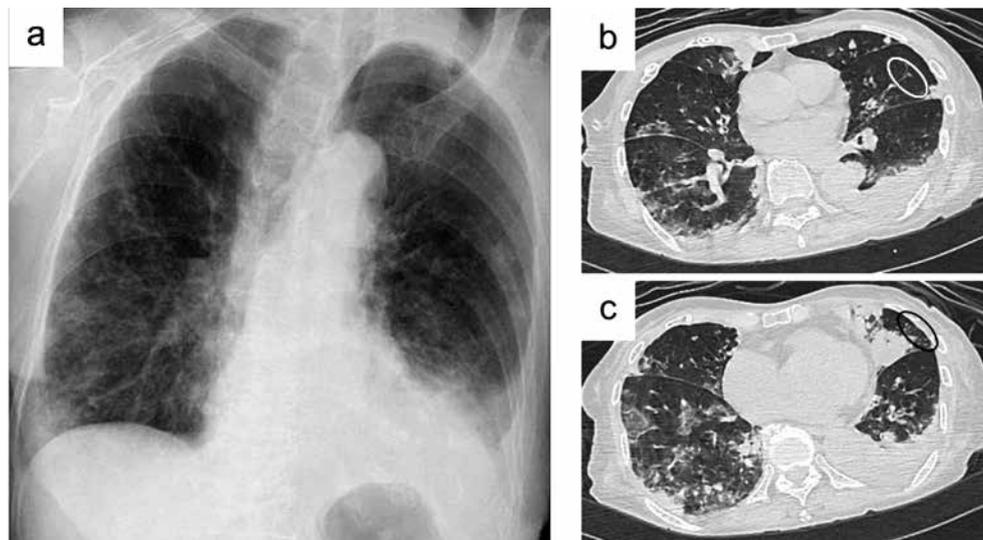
An 80-year-old female with smear-positive active pulmonary TB. Frontal chest X-ray showed ground glass opacities and bronchial wall thickening of the bilateral middle-lower lung fields (a). Chest CT showed ground glass opacities, bronchial wall thickening, consolidation, centrilobular nodule, bronchiectasis and nodules in the bilateral lung fields. White and black circles also indicated tree-in-bud appearance. Atelectasis was also observed in the left inferior lobe (b and c).
